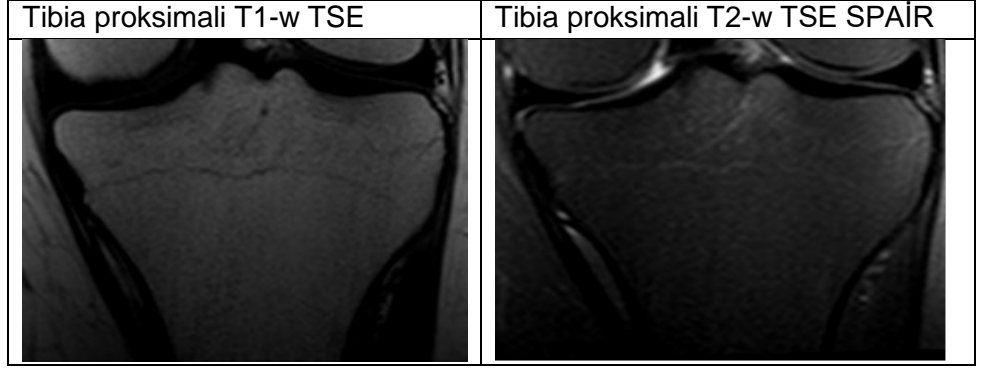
10 yaş erkek vakaya ait 2. evre olarak tespit edilen MRG'leri
